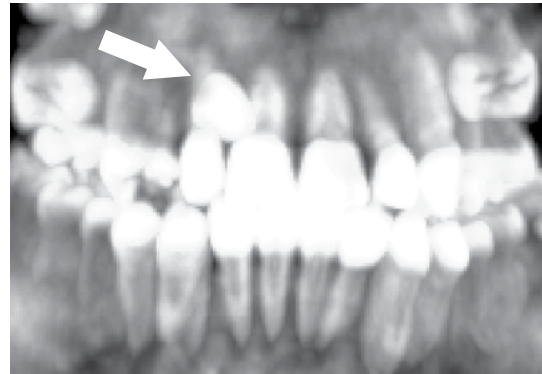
Tomografía tridimensional que muestra el canino retenido en el maxilar.
